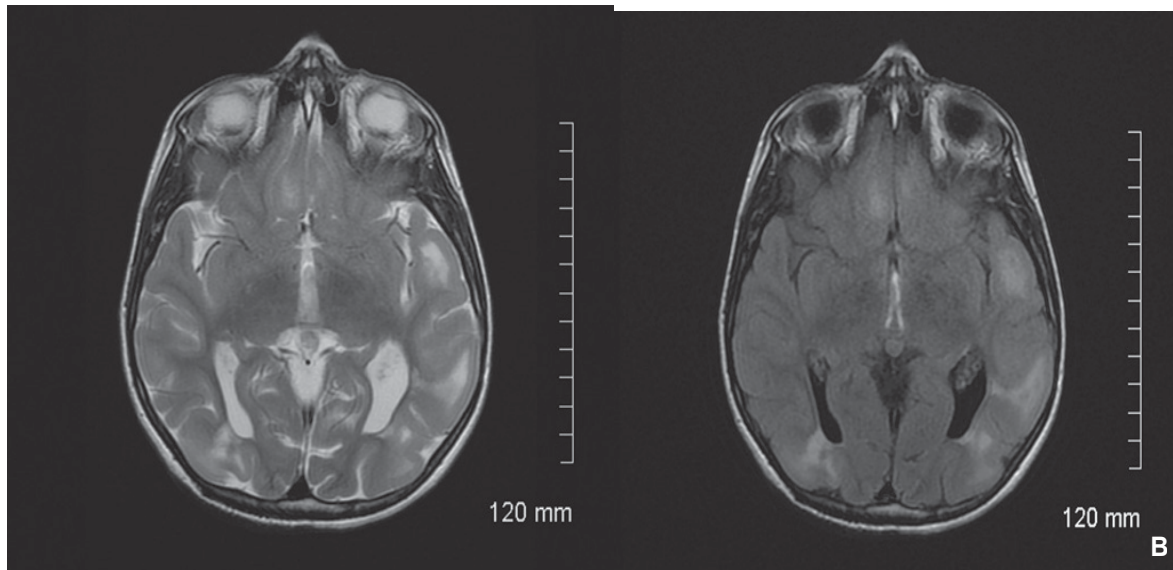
Tubers corticaux : imagerie par résonance magnétique en coupe axiale, séquence T2 (A), et en coupe axiale, séquence FLAIR (fluid-attenuated inversion recovery) (B).
